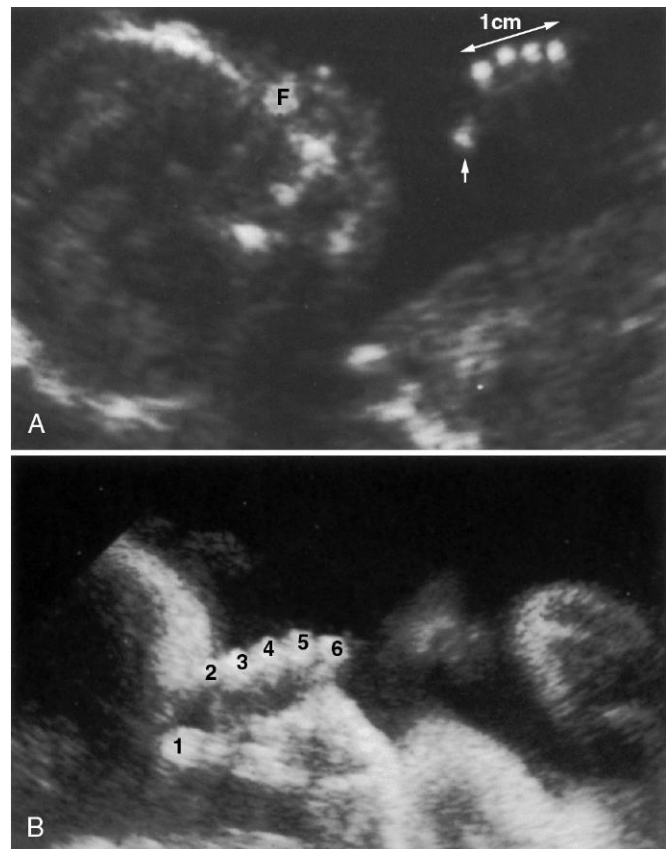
Ecografías de manos normales (A) y con polidactilia (seis dedos) (B) en fetos humanos de 16 y 31 semanas. En ambos casos los dedos se observan en un corte transversal. La flecha indica el pulgar; C, cara; 1, pulgar; de 2 a 6, dedos de la mano con polidactilia. (A, De Bowerman R: *Atlas of normal fetal ultrasonographic anatomy*, St. Louis, 1992, Mosby; B, de Nyberg D y cols.: *Diagnostic ultrasound of fetal anomalies*, St. Louis, 1990, Mosby.)
